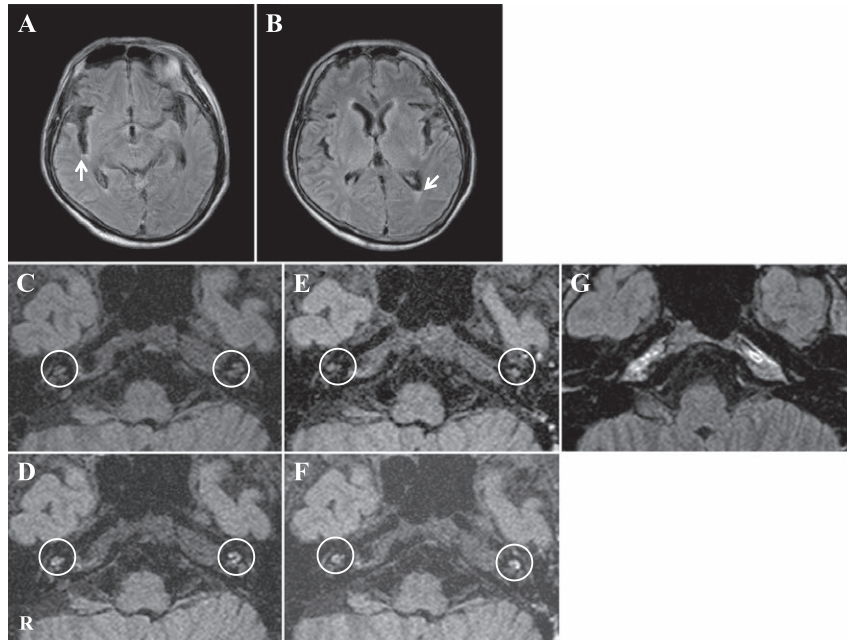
The FLAIR (A, B) and 3D-FLAIR (C–G) magnetic resonance images of the patient.
